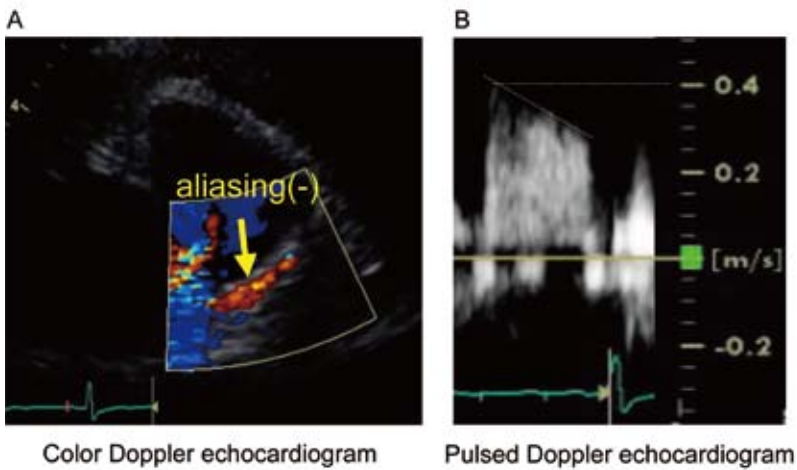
Poststenting transthoracic Doppler echocardiogram in the short-axis view at the aortic valve level.
